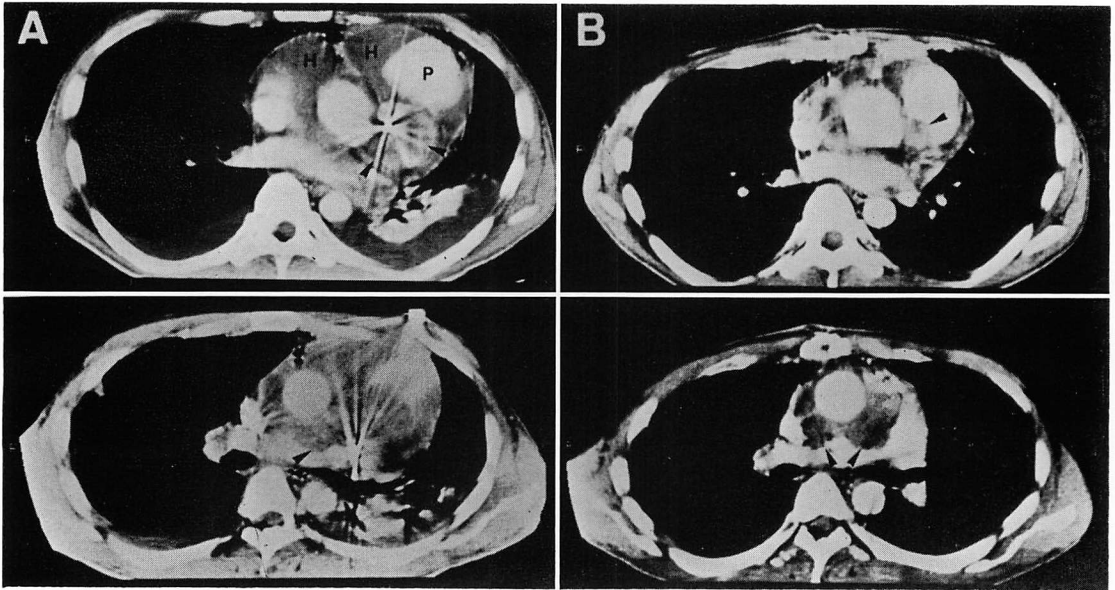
Computed tomograms before (A) and after (B) surgery.
